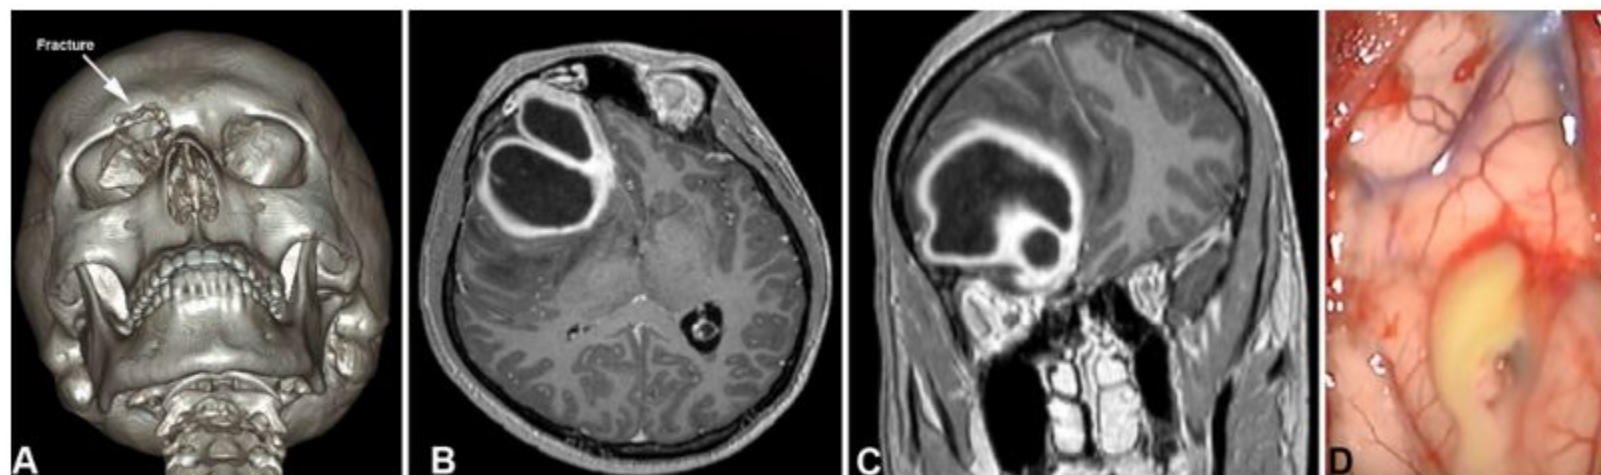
A case of right frontal abscess due to a previous orbitofrontal fracture. Three-dimensional CT scan showing the right orbitofrontal fracture (A). Contrast-enhanced axial (B) and coronal (C) T1-weighted MRI scans showing a right frontal bi-lobulated intracerebral abscess. The yellow infection material was drained, and the capsule was removed via a right craniotomy (D).
